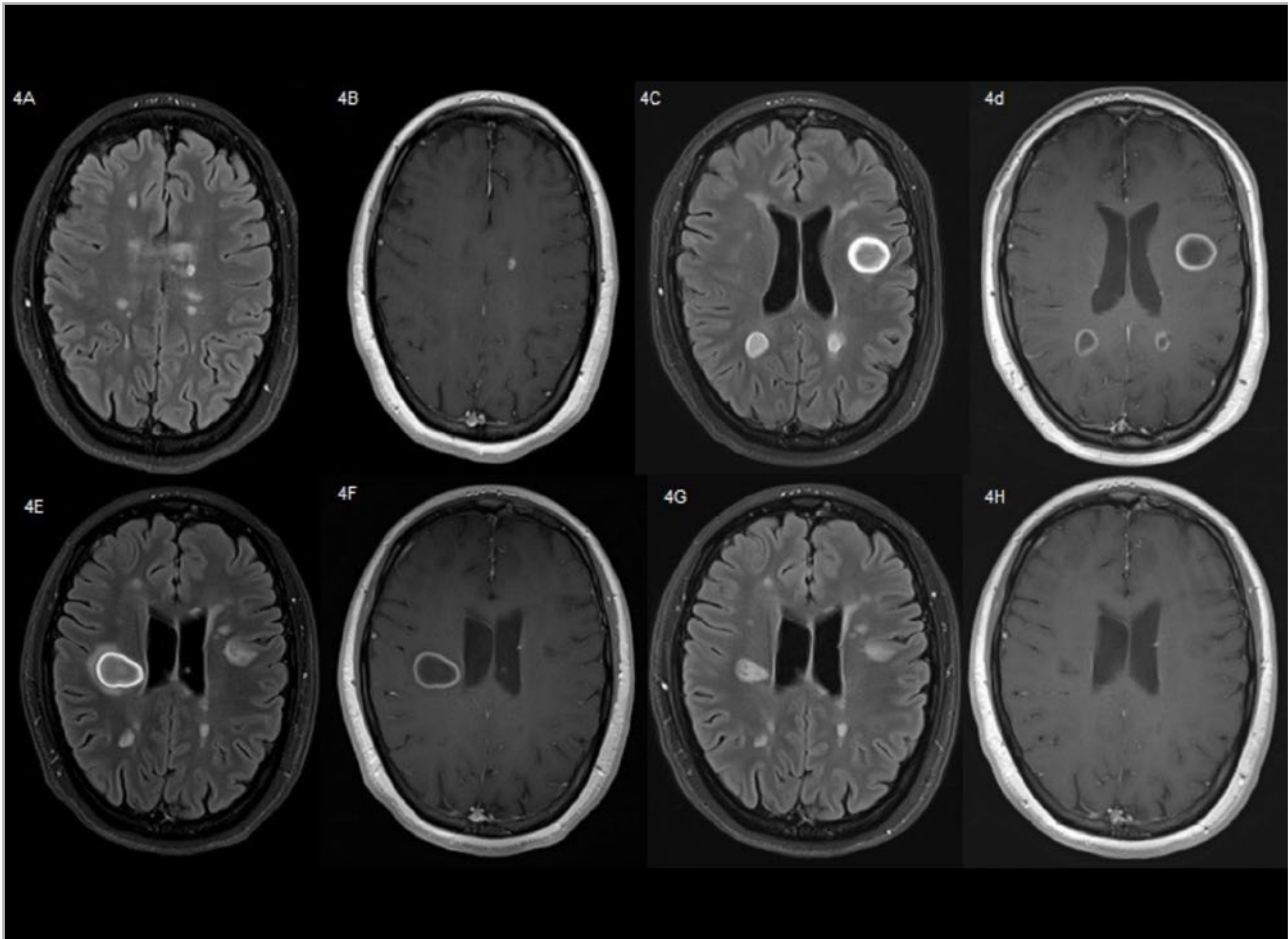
Caso propio. Paciente de 31 años con esclerosis múltiple remitente recurrente (EMRR) que presenta lesión desmielinizante tumefactiva (LDT) tras el tratamiento con alemtuzumab. Resonancias magnéticas (RM) cerebrales secuencia FLAIR y potenciada en T1 poscontraste a los 11 meses del primer ciclo que muestran alguna nueva lesión desmielinizante captante de contraste (4A y 4B). RM cerebrales secuencia FLAIR y potenciada en T1 poscontraste a los 24 meses del segundo ciclo que muestran aparición de múltiples nuevas lesiones desmielinizantes, en la sustancia blanca frontal opercular izquierda > 2 cm considerada LDT y subcortical parietal bilateral, ambas con captación de contraste en anillo (4C y 4D). RM secuencia FLAIR y potenciada en T1 poscontraste de control a los 2 meses que muestra aparición de una nueva LDT en corona radiata derecha con captación de contraste en anillo completo y reducción del tamaño de la LDT contralateral (4E y 4F). RM cerebral secuencia FLAIR y potenciada en T1 poscontraste de control a los 5 meses bajo tratamiento con natalizumab que muestra disminución del tamaño de las lesiones con resolución del realce de contraste (4G y 4H).
